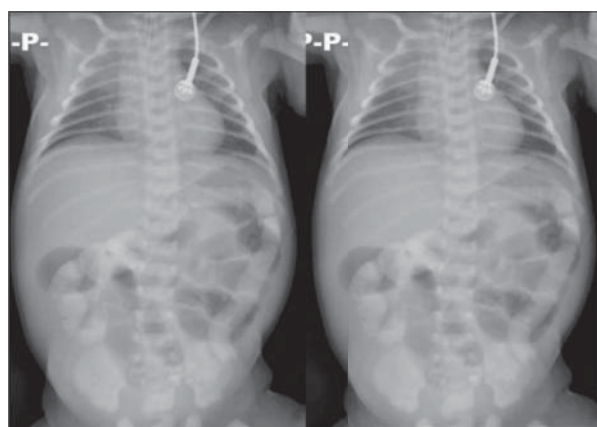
Рентгенологическая картина двусторонней пневмонии, дисковидный ателектаз правого легкого; расширение петель кишечника; контрастированы петли преимущественно толстой кишки.
